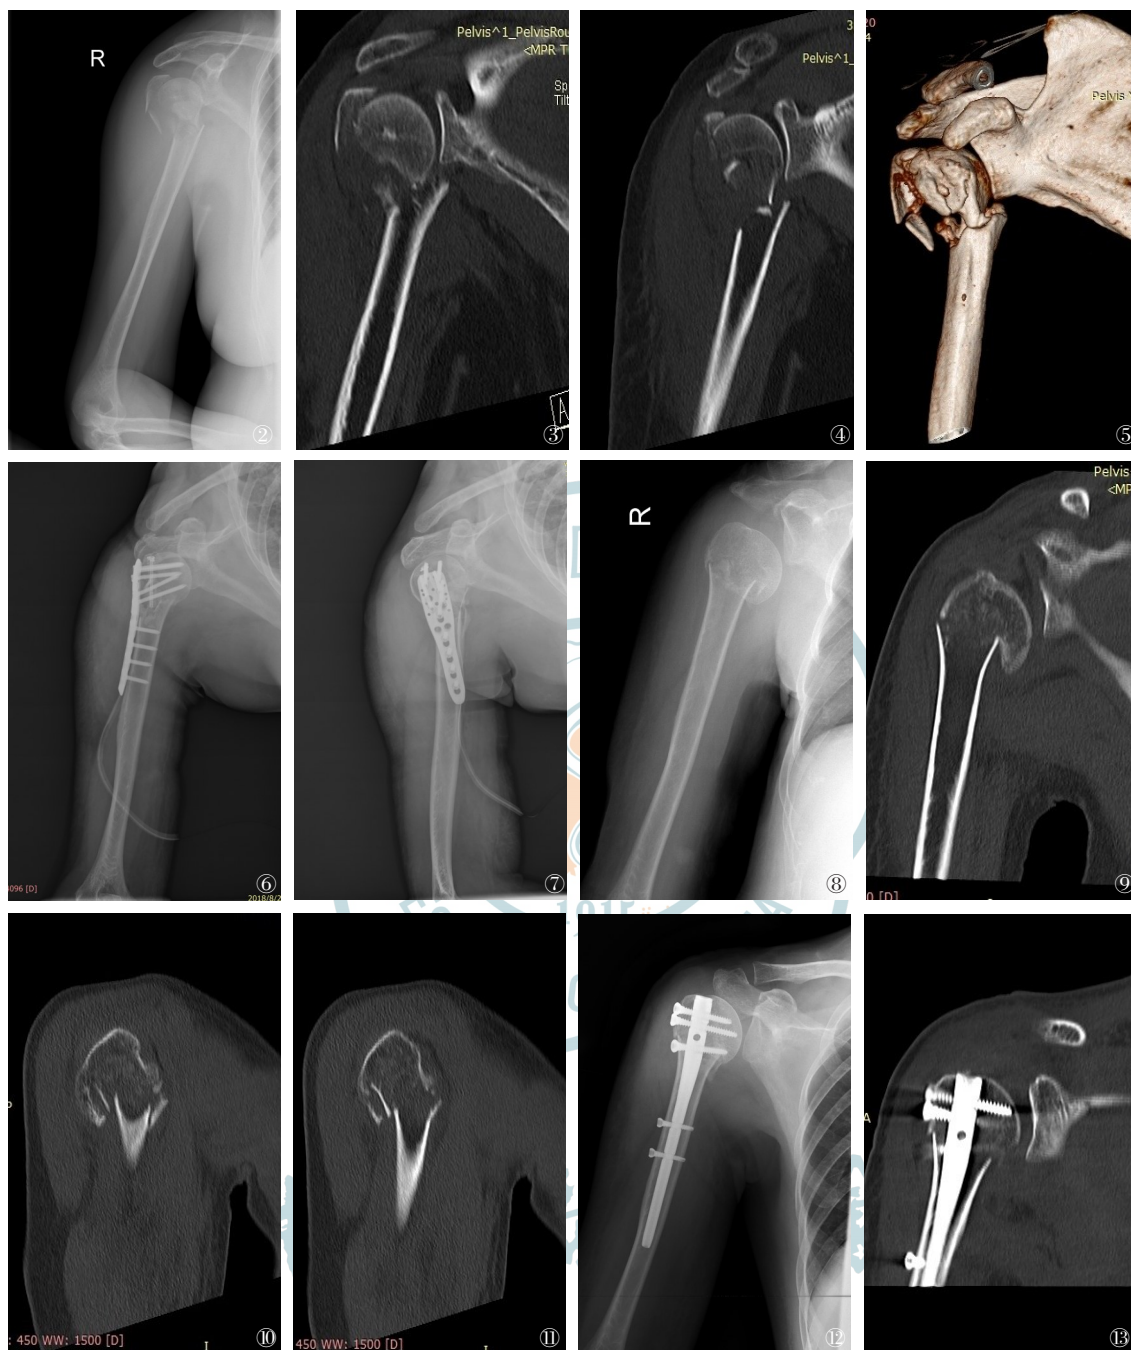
~7 男性患者,57岁,电动车撞击伤导致右侧肱骨近端Neer分型3部分骨折(术前X线,CT扫描及重建所示,图2~5),于伤后4 d接受锁定板内固定,术后X线显示复位固定良好(图6~7) 图8~13 女性患者,43岁,摔倒导致右侧肱骨近端Neer分型2部分骨折(术前X线和CT扫描所示,图8~11),于伤后2 d接受交锁髓内钉固定,术后X线显示复位固定良好(图12~13)
